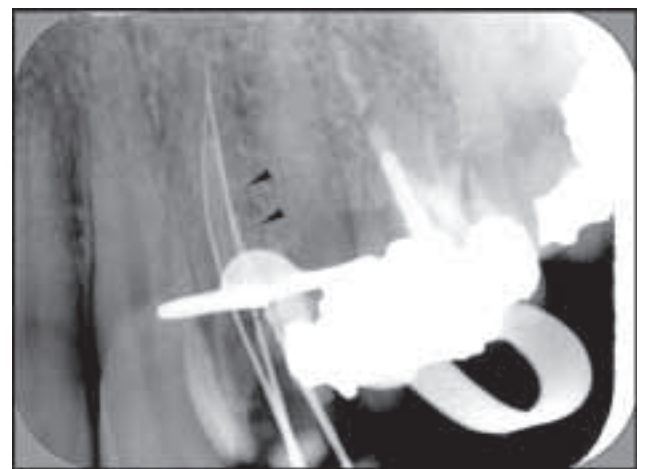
Röntgenmessaufnahme Zahn 24 mit Instrumenten im palatinalen und bukkalen Kanal und in der Perforationsstelle.
